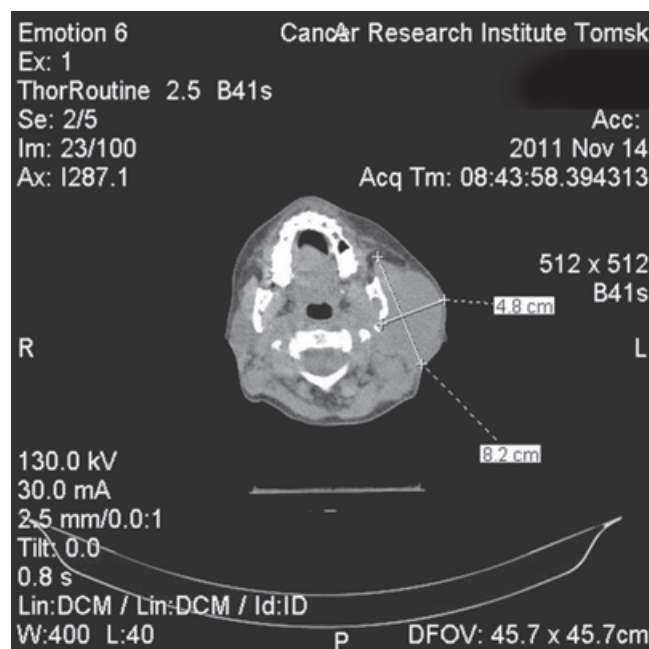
КТ-разметка патологического очага (лимфоузлы шеи слева) для дистанционной ЛТ
